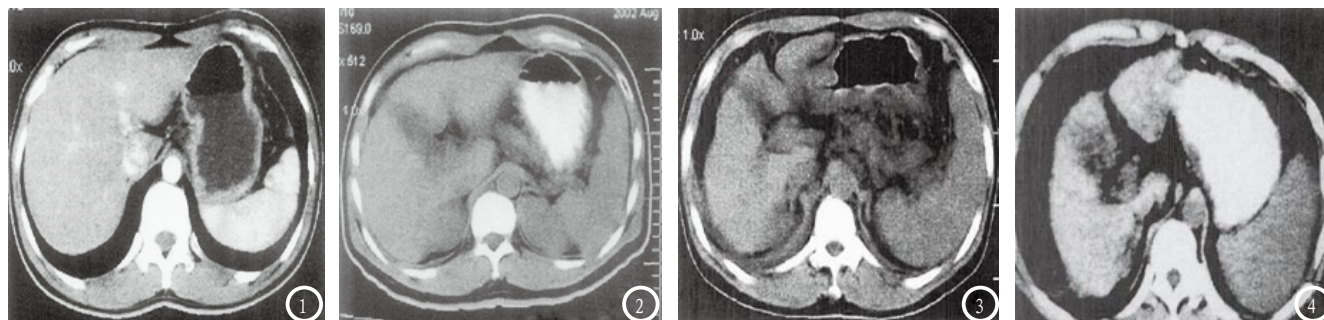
男, 49岁, CT肝硬化I级, 可见肝脏密度、形态均较正常; 图2 男, 53岁, CT肝硬化II级, 肝边缘基本光整, 可见肝略微缩小, 且在方叶处尤为明显, 脾脏轻度增大; 图3 女56岁, CT肝硬化III级, 可见肝形态等属性均异常, 密度不均, 肝裂增宽, 门脉淤血并少量腹水; 图4 男, 58岁, CT肝硬化IV级, 肝形态、结构等异常较为明显, 肝容积明显缩小, 脾脏增大, 可见大量腹水积液。
